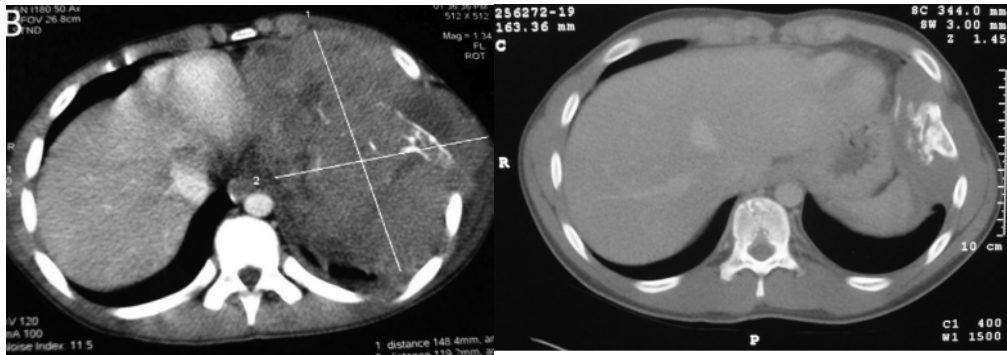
coupes axiales d'une TDM montrant une volumineuse tumeur de la cavité thoracique gauche (image gauche), avec une nette régression de la tumeur après chimiothérapie néoadjuvante (image droite) (58).
